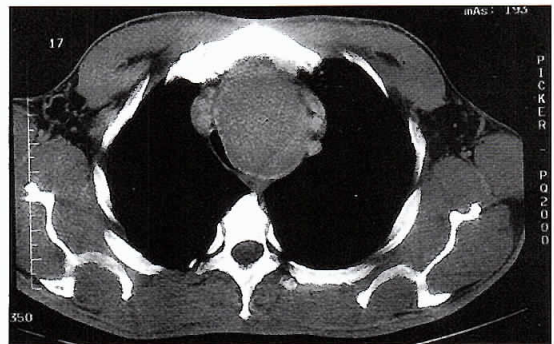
Tomografía computada de tórax que demuestra la presencia de una masa intratorácica que comprime la tráquea en forma significativa.
